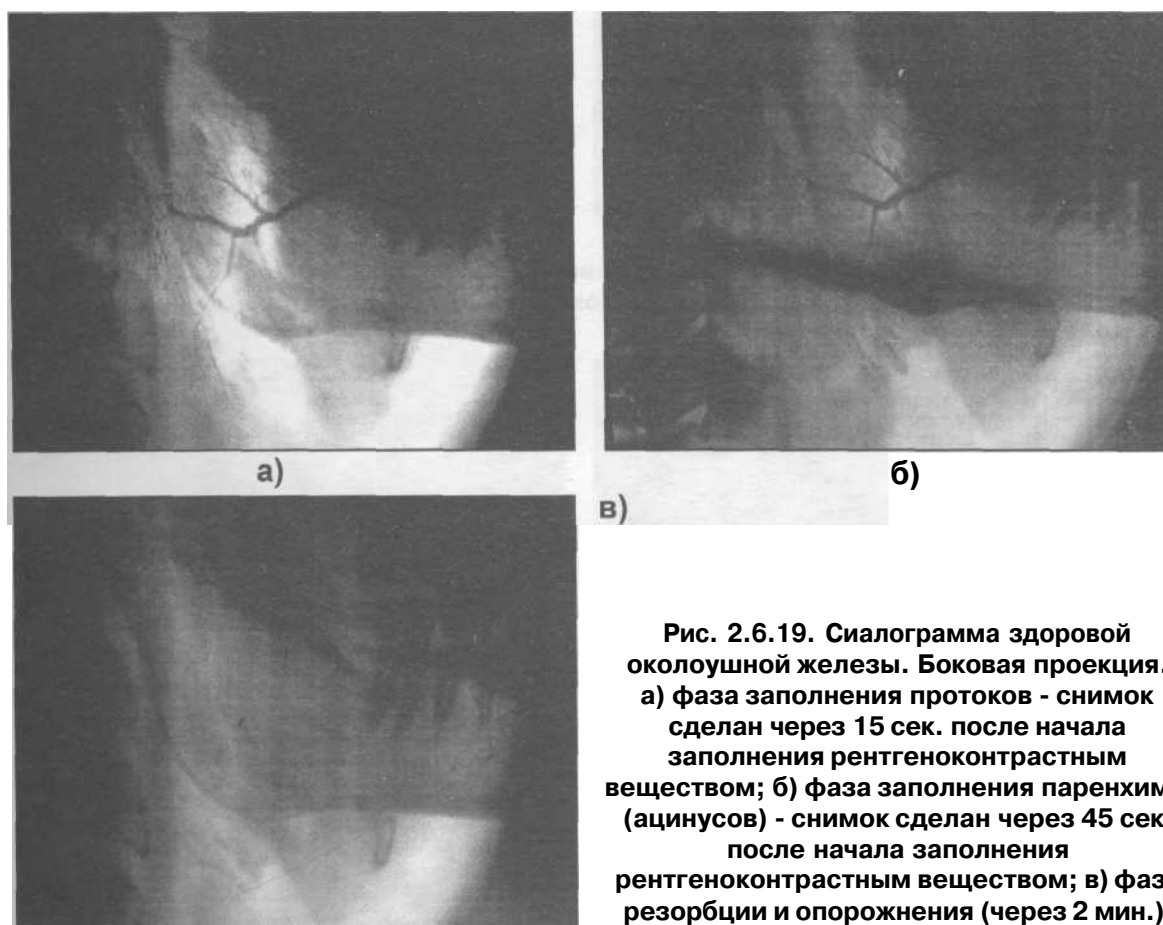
Сиалограмма здоровой околоушной железы. Боковая проекция. а) фаза заполнения протоков - снимок сделан через 15 сек. после начала заполнения рентгеноконтрастным веществом; б) фаза заполнения паренхимы (ацинусов) - снимок сделан через 45 сек. после начала заполнения рентгеноконтрастным веществом; в) фаза резорбции и опорожнения (через 2 мин.).
